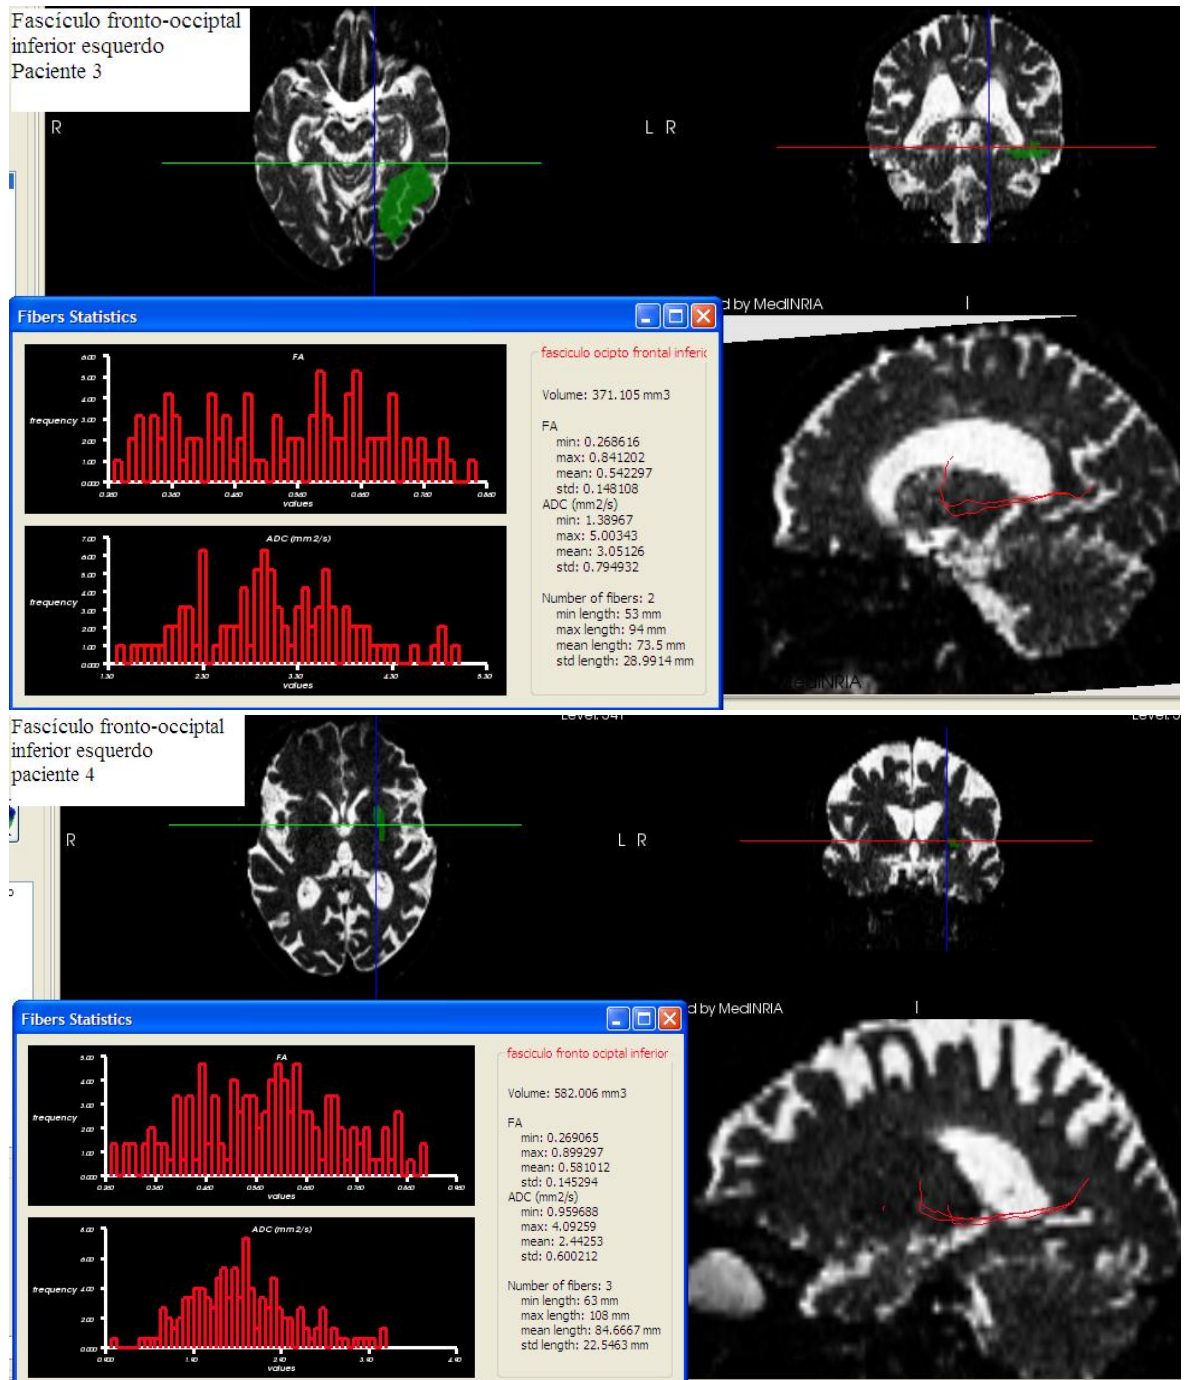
DTIs de quatro pacientes onde se evidencia o fascículo fronto-occipital inferior esquerdo em vermelho analisado a partir das ordenadas identificadas nas imagens axiais e coronais no exame de ressonância magnética obtida em T2. A Janela no quadrante inferior esquerdo da figura mostra os dados numéricos utilizados para a análise estatística.
